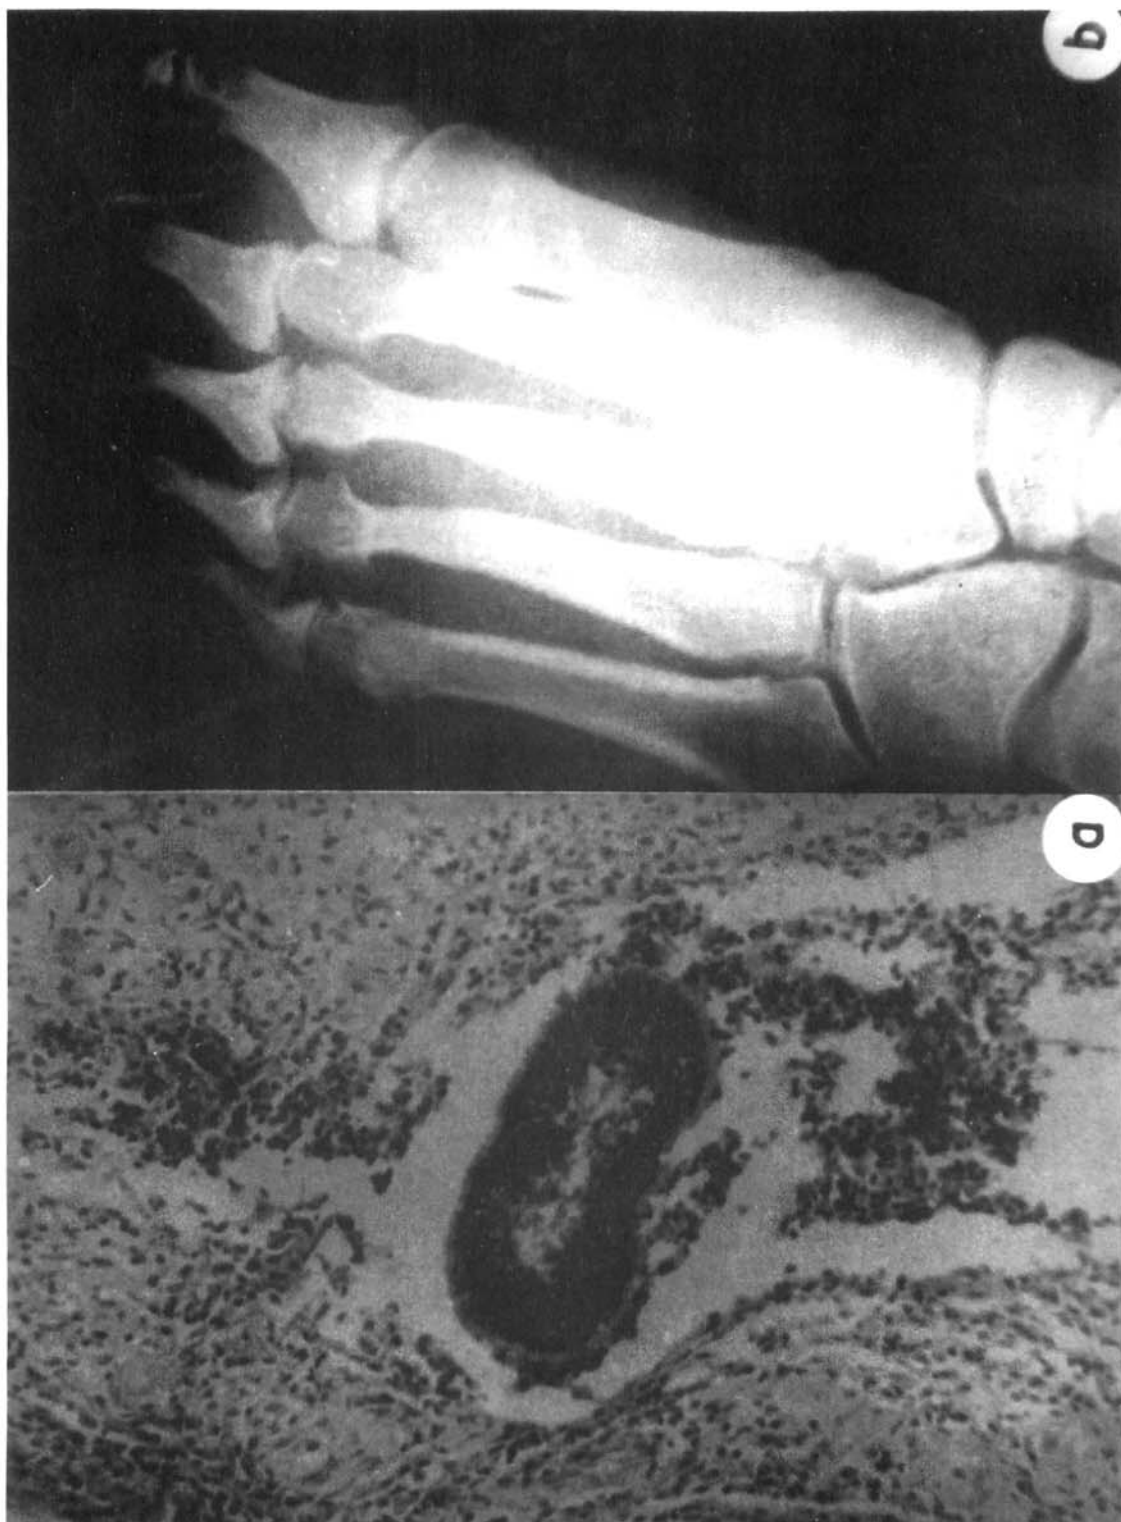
Caso Aureliano S. a) Exame histopatológico, mostrando grão eumicótico, de coloração preta (100x). b) Radiografia do pé esquerdo. Lesões ósseas presentes.
